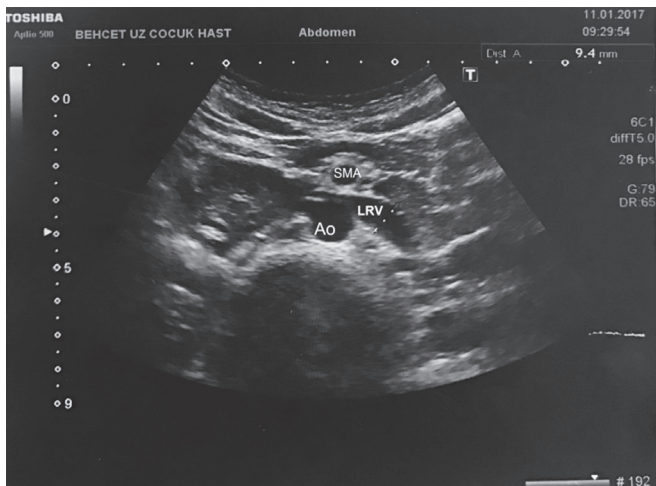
Point-of care ultrasound demonstrated the enlarged left renal vein LRV: Left renal vein, Ao: Aorta, SMA: Superior mesenteric artery
